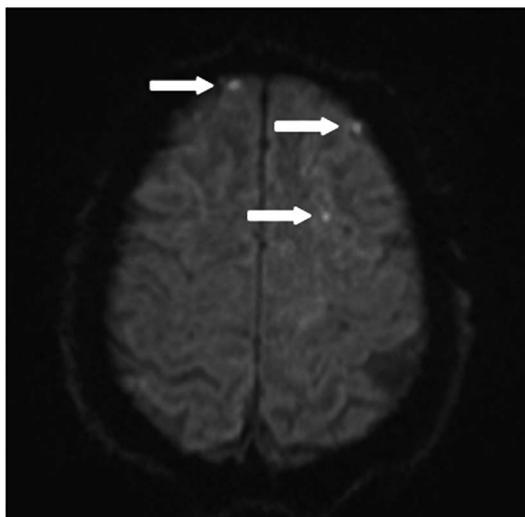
头颅 DWI 示双侧额叶多发散在小片状高信号
